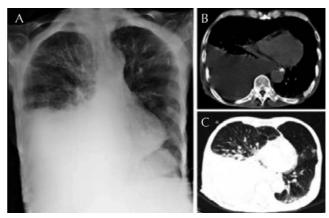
Tomografía de tórax en fase simple con ventana pulmonar y paramediastino.
